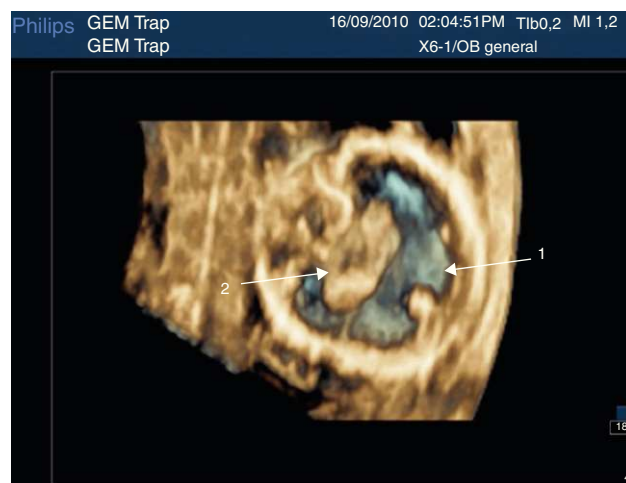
Holoprosencefalia alobar en el feto acardias: ventrículo único (1) y saco dorsal posterior (2). Imágenes tomadas con sonda 6-1 Mhz matrix (Philips Ultrasound).
